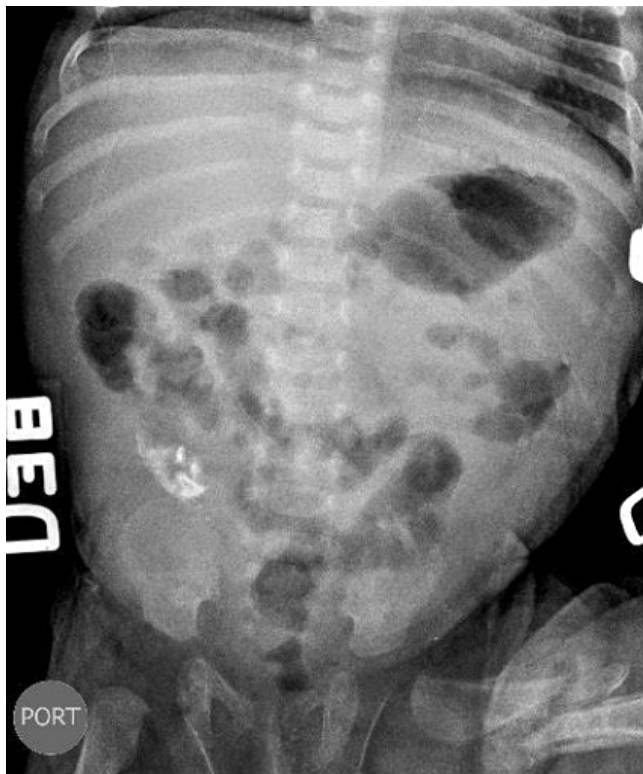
Radiografía de abdomen simple. Masa calcificada con signos de posible obstrucción intestinal parcial de 42 mm x 41 mm de diámetro.
